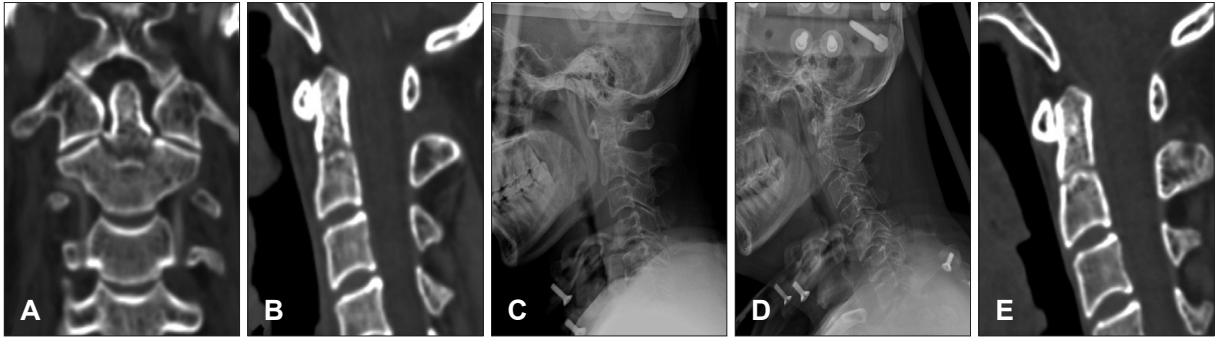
Imaging studies from case 2. A, B: Computed tomography (CT) scans of the patient showed a type III odontoid fracture with horizontal line and the fractured odontoid process was not displaced. C: The plain radiograph on 1 day after halo-vest immobilization. D: The plain radiograph on 5 weeks follow up showing the redispacement of fractured odontoid process. E: The CT lateral reconstruction image on 10 weeks follow up showing the osteosclerotic margin of fractured site.
